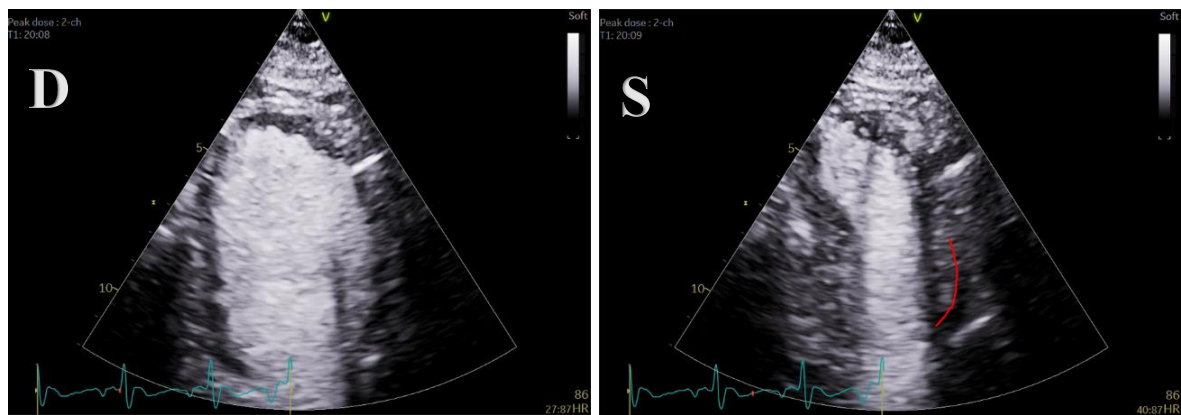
Janela apical 2 câmaras, em (D) diástole e (S) sistole, com administração de fármaco em dose máxima.
